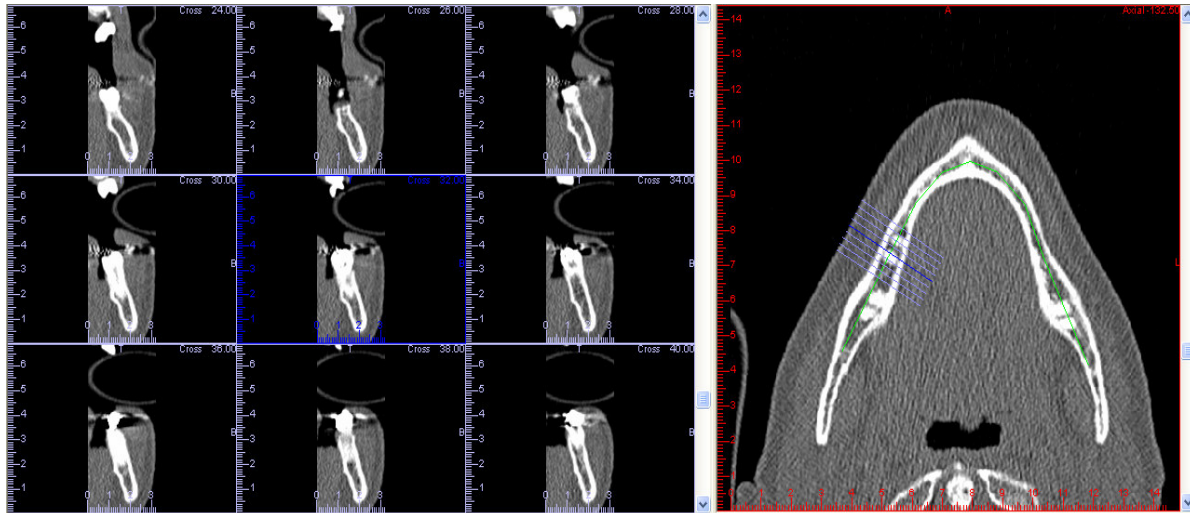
Tomografias computadorizadas utilizadas para a construção do modelo.
